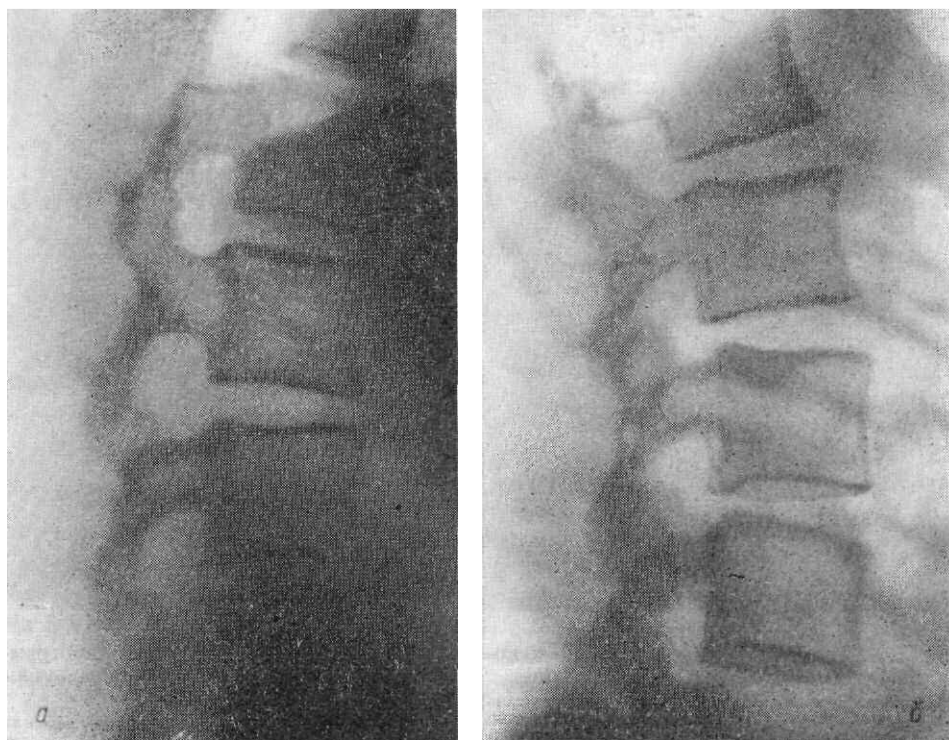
Рентгенограммы поясничных позвонков в боковой проекции. Функциональное исследование: а — при сгибании (поясничный лордоз выпрямлен, передние отделы межпозвоночных пространств сужены, задние отделы — расширены); б — при разгибании (поясничный лордоз усилен, передние отделы межпозвоночных пространств расширены, задние — сужены).
